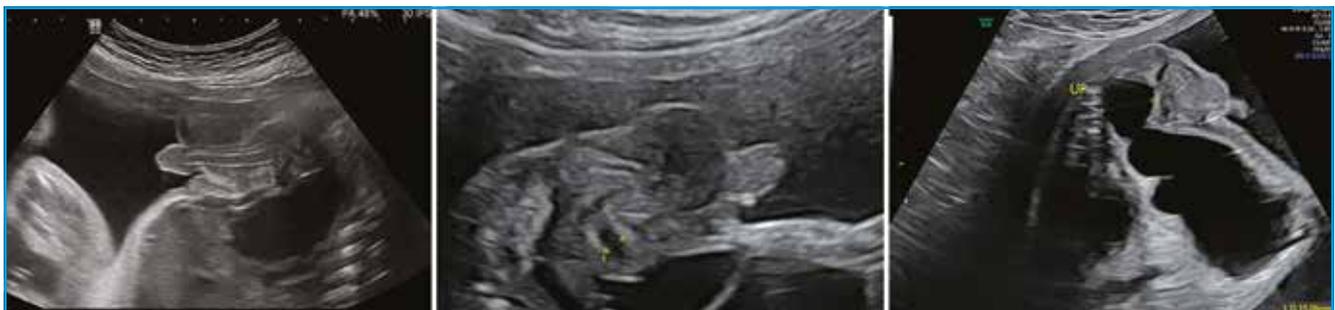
Coupes transpérinéales avec et sans dilatation de l'urètre postérieur. Images échographiques du Dr Chitrit.
